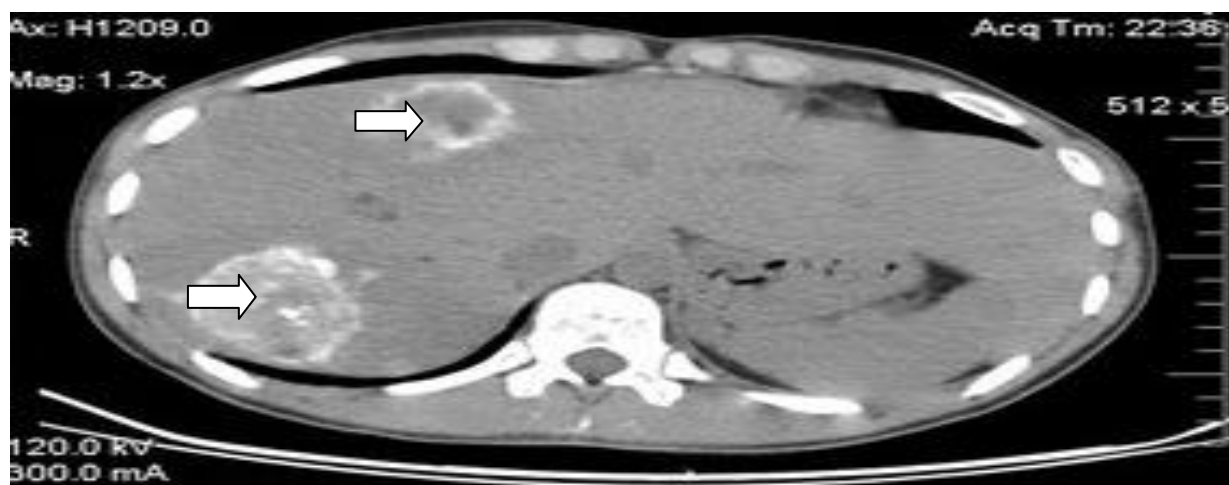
Компьютерная томограмма больной Г. Картина колоректальных метастазов правой доли печени с хаотичным кровотоком (стрелки).
